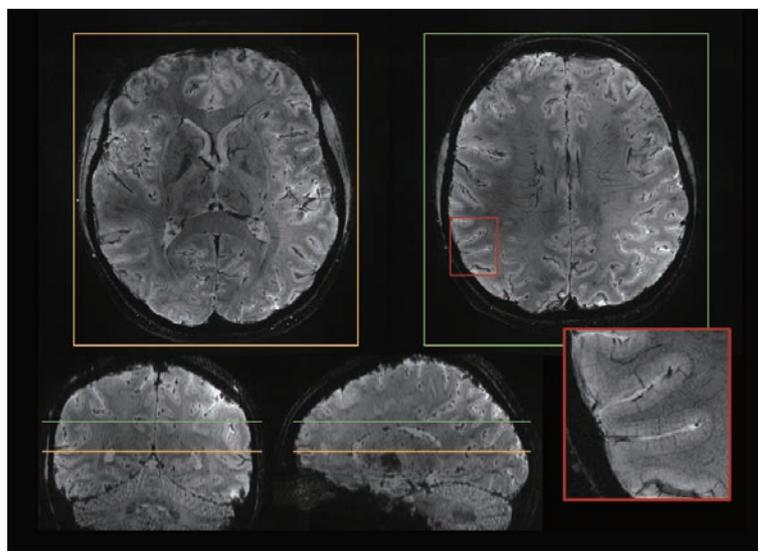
ニューロスピンにおいて11.7T MRIを用いて撮像された最初のヒト脳画像の例
